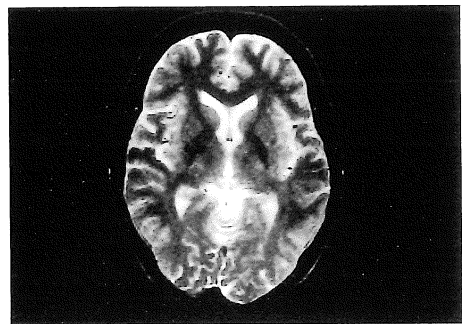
MR imaging 1 year later shows no abnormal intensity on T₂-weighted image (TR/TE=3000/90).
